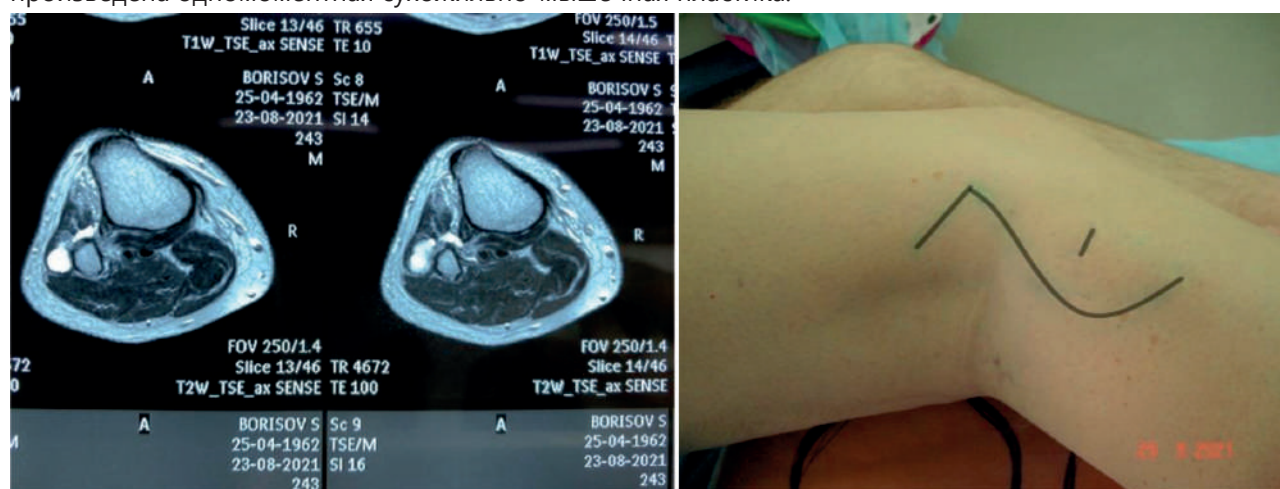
МРТ-картина интраневрального ганглия и хирургический доступ
